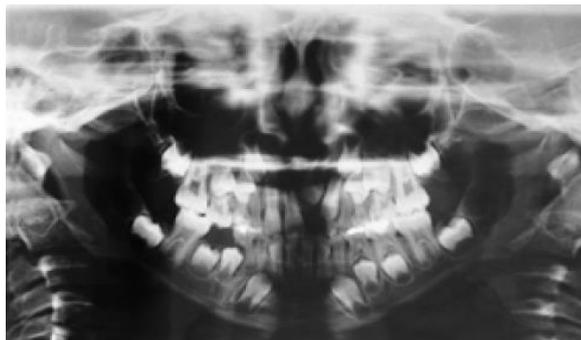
⁸³ Radiografia panorâmica mostrando a dentição aos 8 anos e 7 meses. Observar que a coroa do dente impactado estava bem alta.
